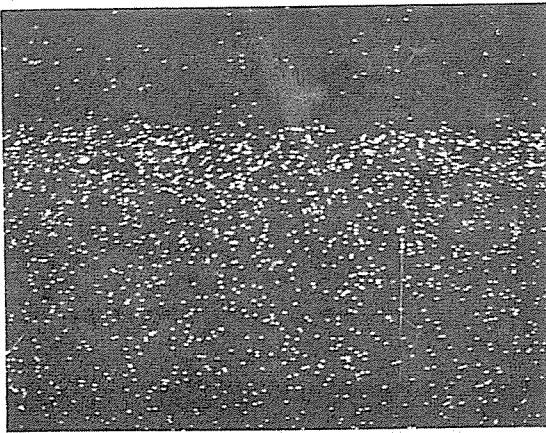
Typical F K $\alpha_1$  x-ray image of intact tooth enamel.
